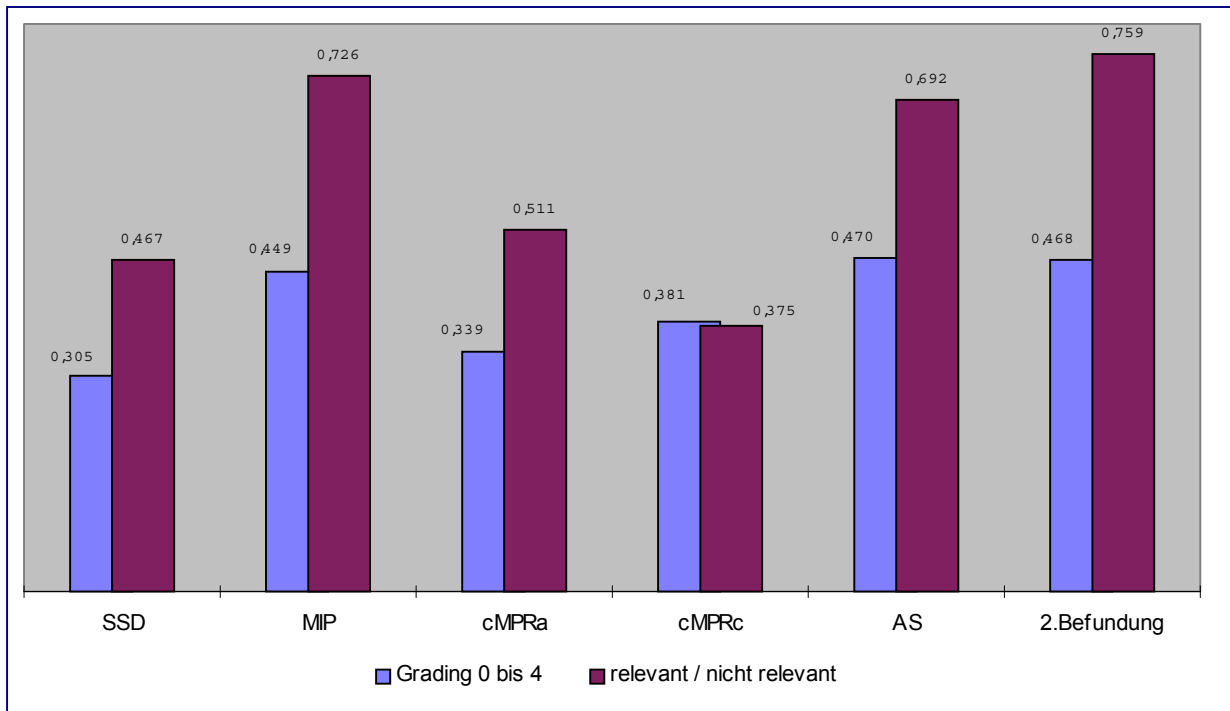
Kappa – Werte aller CTA – Rekonstruktionen und des 2. Readings
